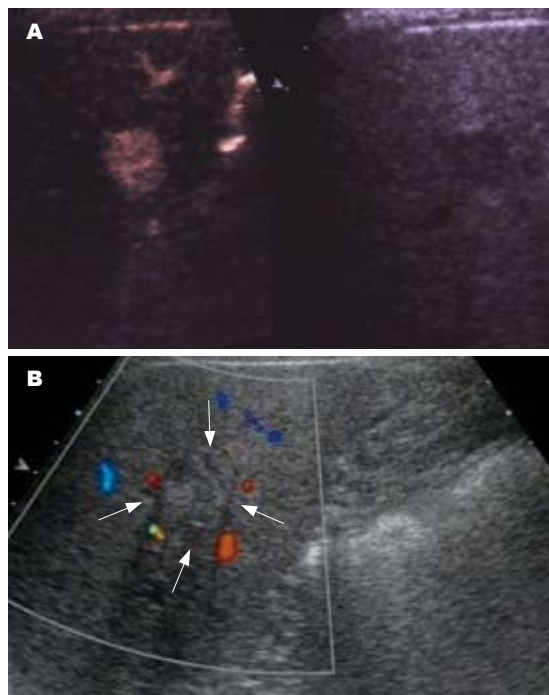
RFA前后超声所见。A: RFA前病灶动脉期明显强化; B: RFA后1 mo, 病灶回声增强, 内无明显血流信号。
